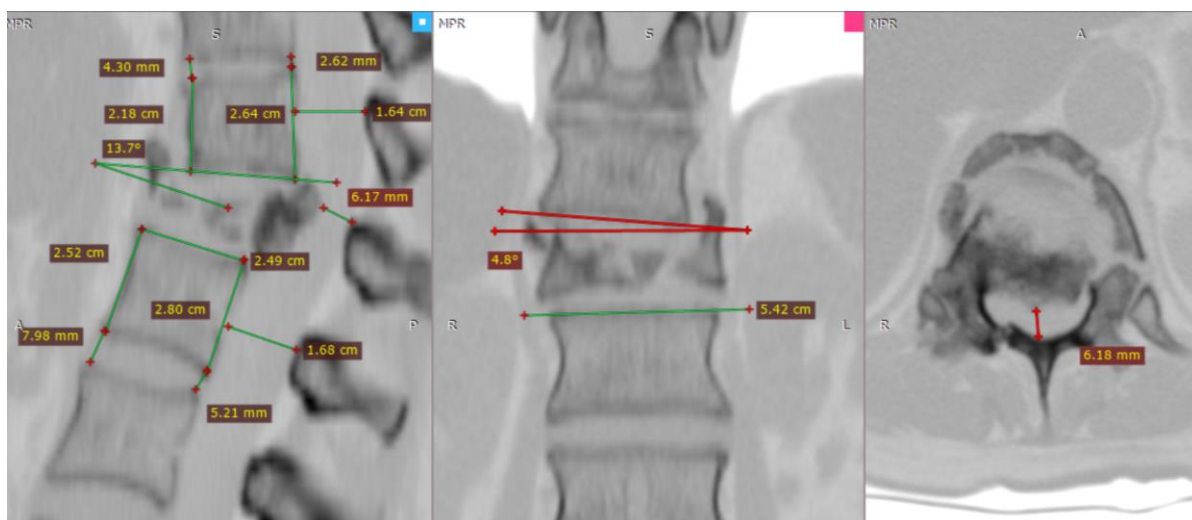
СКТ пациентки М. с переломом ThXII позвонка
